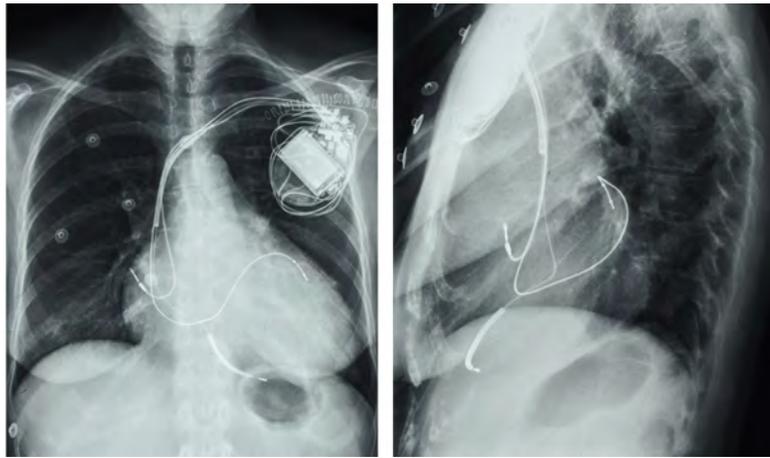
Radiografías de tórax post-implante. Proyecciones PA (izquierda) y lateral (derecha), mostrando la posición septoapical del cable de VD y lateral basal del cable de VI.
